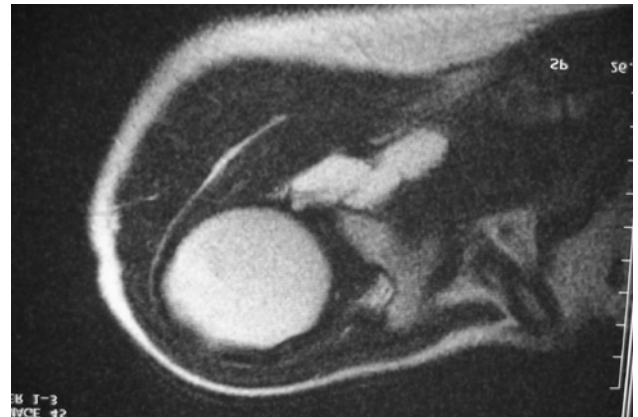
IRM : Kyste para-glénoïdien postérieur. IRM : Posterior shoulder cyst.
